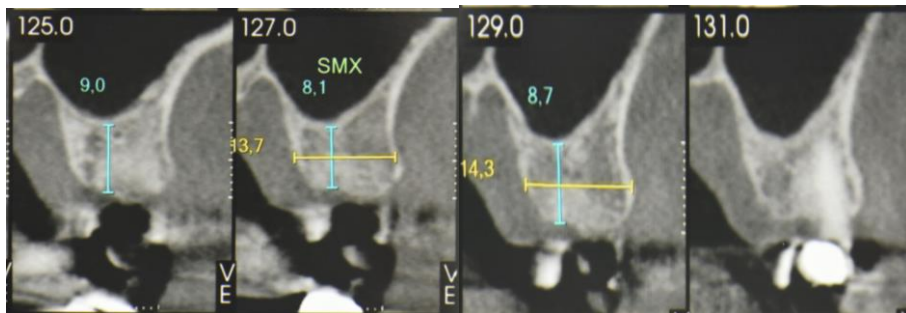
Imagens da Tomografia computadorizada da região pós enxerto com biomaterial e selamento do alvéolo com membrana de Titânio.
